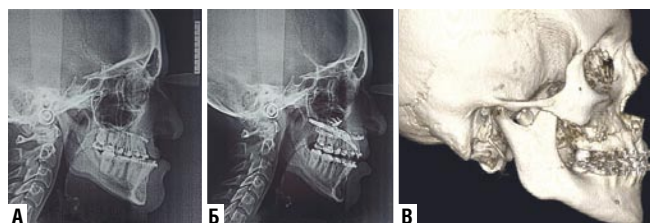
Рентгенологический контроль до и после проведенного дистракционного остеогенеза. А — до дистракции; Б — во время дистракции; В — КТ через 2 года после.
